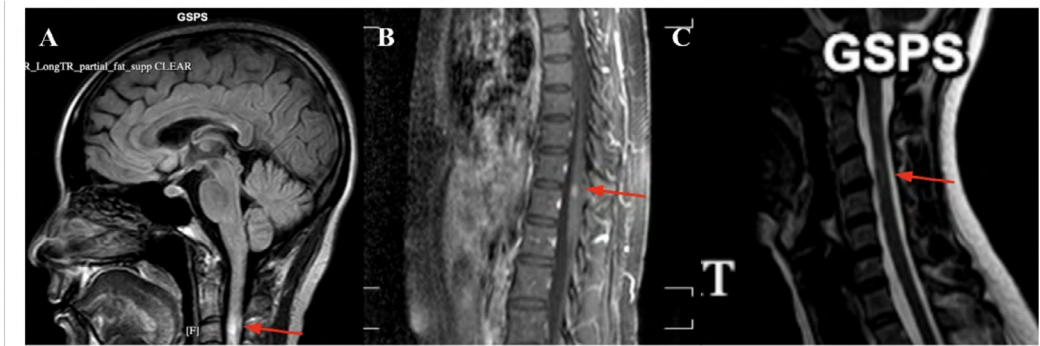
Spine MRI in sagittal view (A) at initial presentation revealing a hyperintense lesion of C2 (FLAIR sequence), (B) three years later during a relapse showing a lesion of T11-T12 (T1-weighted), and (C) four years later revealing a new lesion of C3-C4 (T2-weighted).
